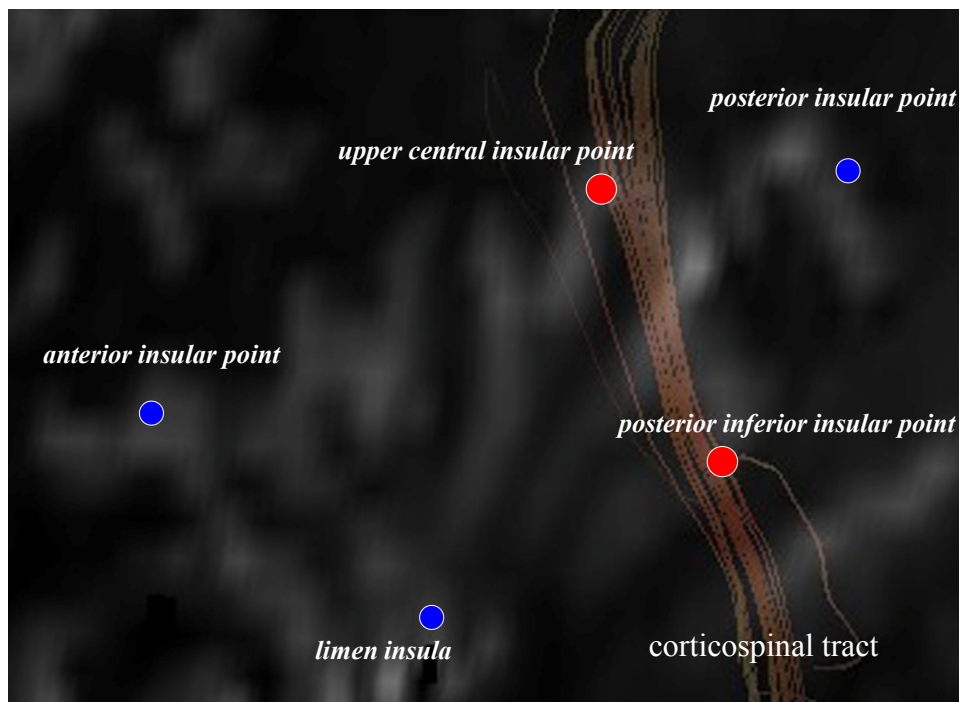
MRI-tractography での insula 表面 landmark と錐体路の位置関係
